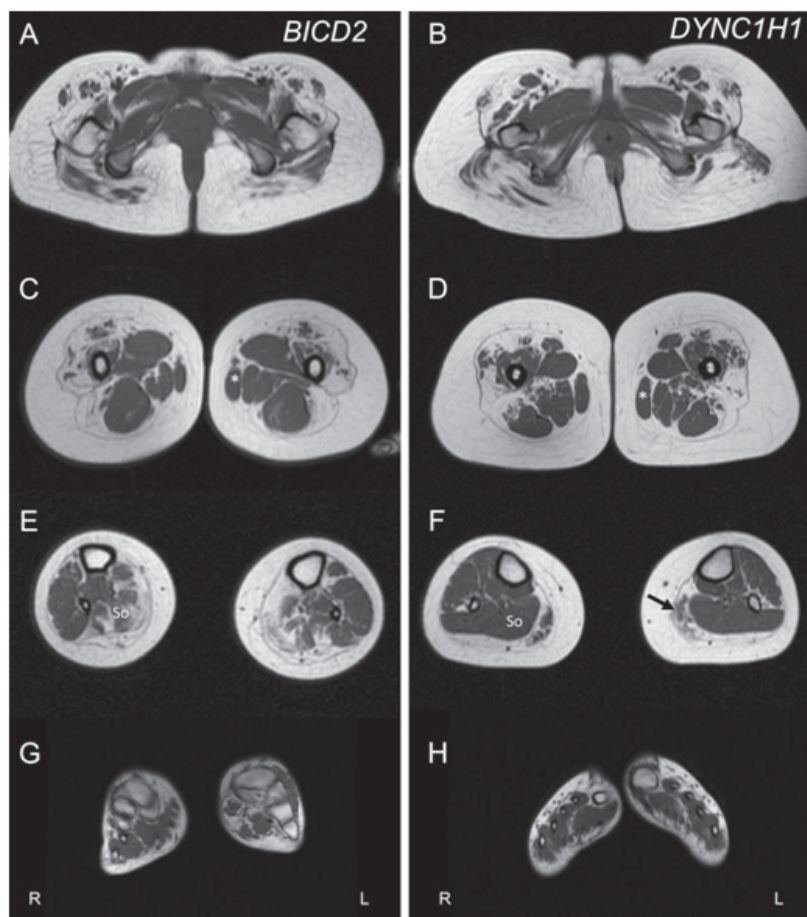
RM muscular en adolescents amb atròfia muscular espinal de predominança a les extremitats inferiors (AME-DEI) causada per BICD2 i DYNC1H1.
